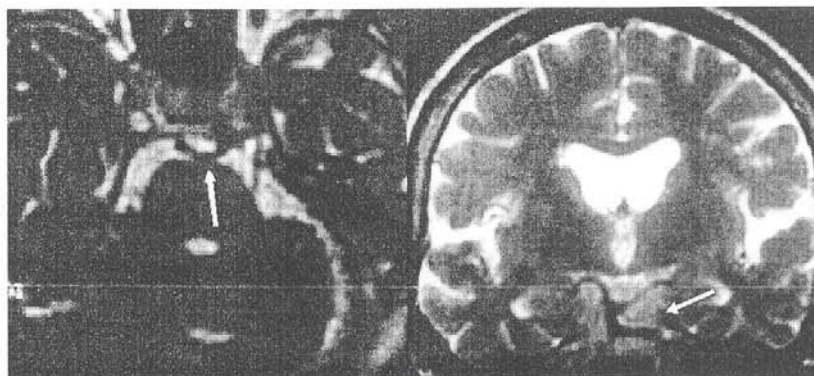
MRI showing the presence of a primitive trigeminal artery (arrows)
